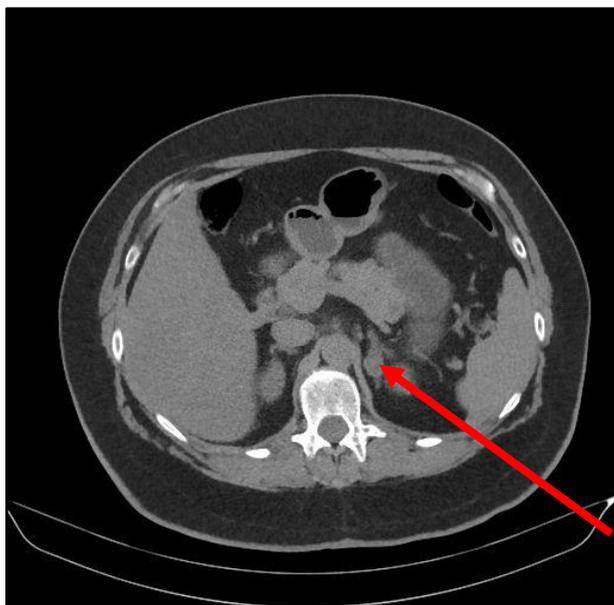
Nódulo suprarrenal izquierdo en corte de TAC abdominal.
